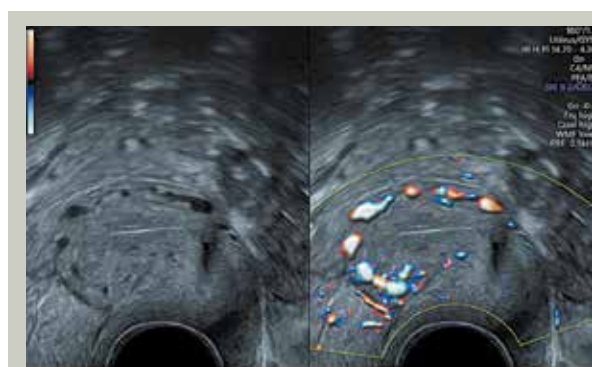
Images anéchogènes intra-myométriales. Doppler: veines myométriales.
